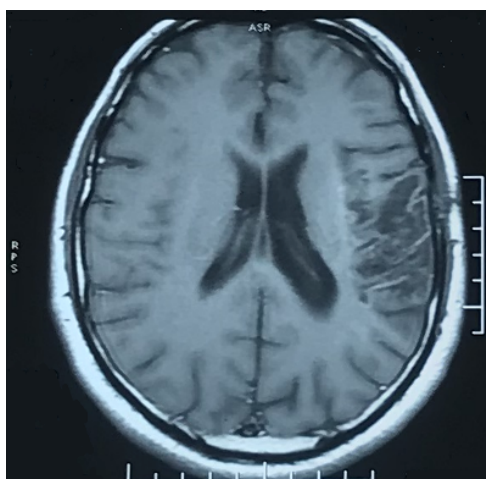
МРТ головного мозга с контрастированием в динамике, пациент Н-ин А.А. (И/б №122507-2018)
